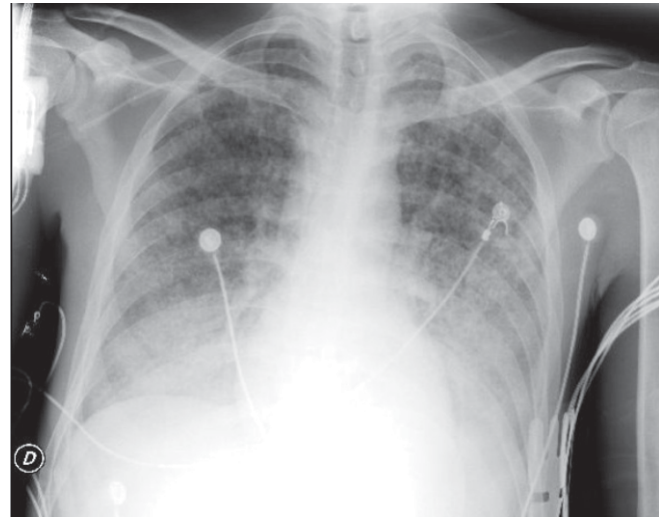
Radiografía anteroposterior de tórax que evidencia opacidades en vidrio despulido bilaterales y patrón micronodular diseminado. Se observa además catéter subclavio derecho en posición adecuada.
